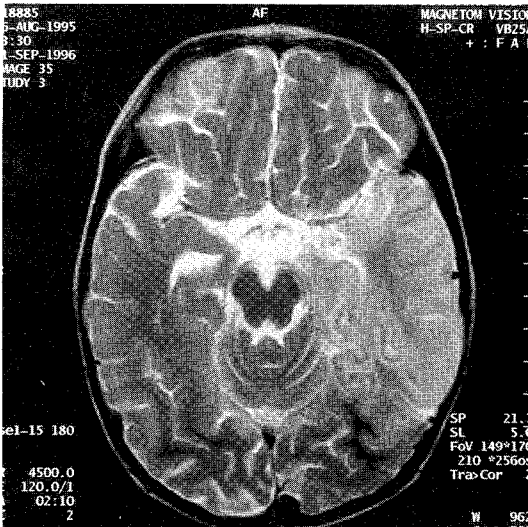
Axial T2-weighted image : high signal intensity and swelling in left temporal lobe and left opercular and insular areas(MRI obtained 7days after onset).
